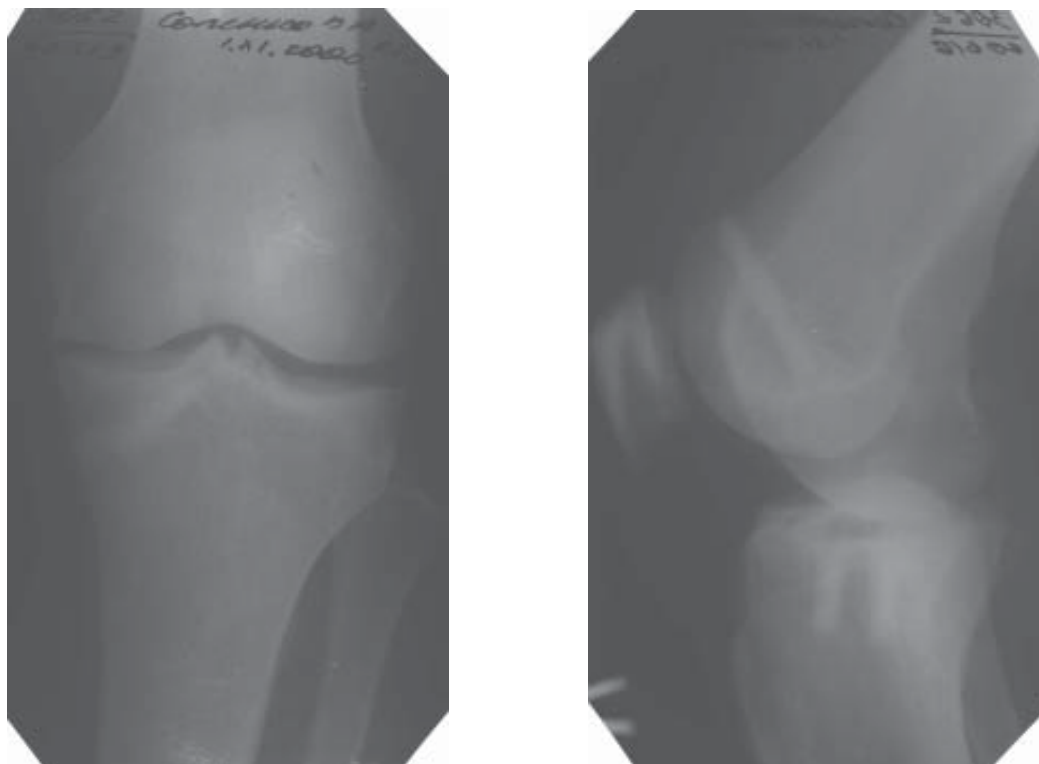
Рентгенограммы левого коленного сустава С., ист. бол. № 60616: а — переднезадняя проекция после операции; б — боковая проекция после операции.
